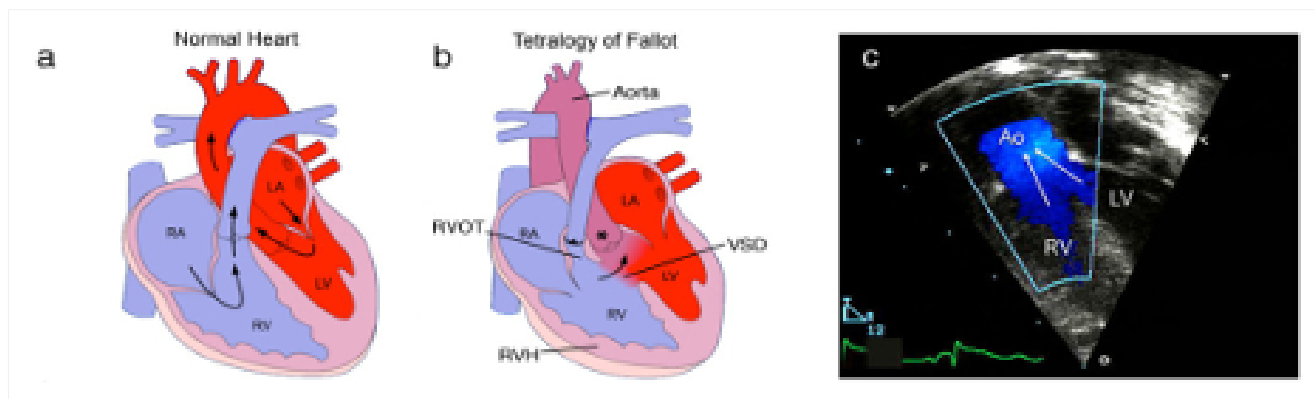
Anatomia e fisiopatologia da tetralogia de Fallot: estrutura cardíaca normal (a) promove fluxo unidirecional do sangue desoxigenado (azul) para os pulmões e do sangue oxigenado (vermelho) para a aorta; na tetralogia de Fallot (b) a estenose pulmonar e o estreitamento da via de saída do ventrículo direito (VSVD) impedem o fluxo do sangue desoxigenado para os pulmões e tanto o defeito do septo ventricular (DSV) quanto a sobreposição aórtica (*) promovem o fluxo do sangue desoxigenado para a circulação sistêmica, produzindo cianose (às vezes denominada síndrome do 'bebê azul'), a hipertrofia ventricular direita (HVD) também está presente; (c) uma ecocardiografia Doppler mostra mistura do sangue desoxigenado proveniente do ventrículo direito (VD) e do sangue oxigenado proveniente do ventrículo esquerdo (VE) à medida que o sangue é bombeado para fora da aorta sobreposta (Ao) em um paciente com tetralogia de Fallot (AD = átrio direito, AE = átrio esquerdo)
